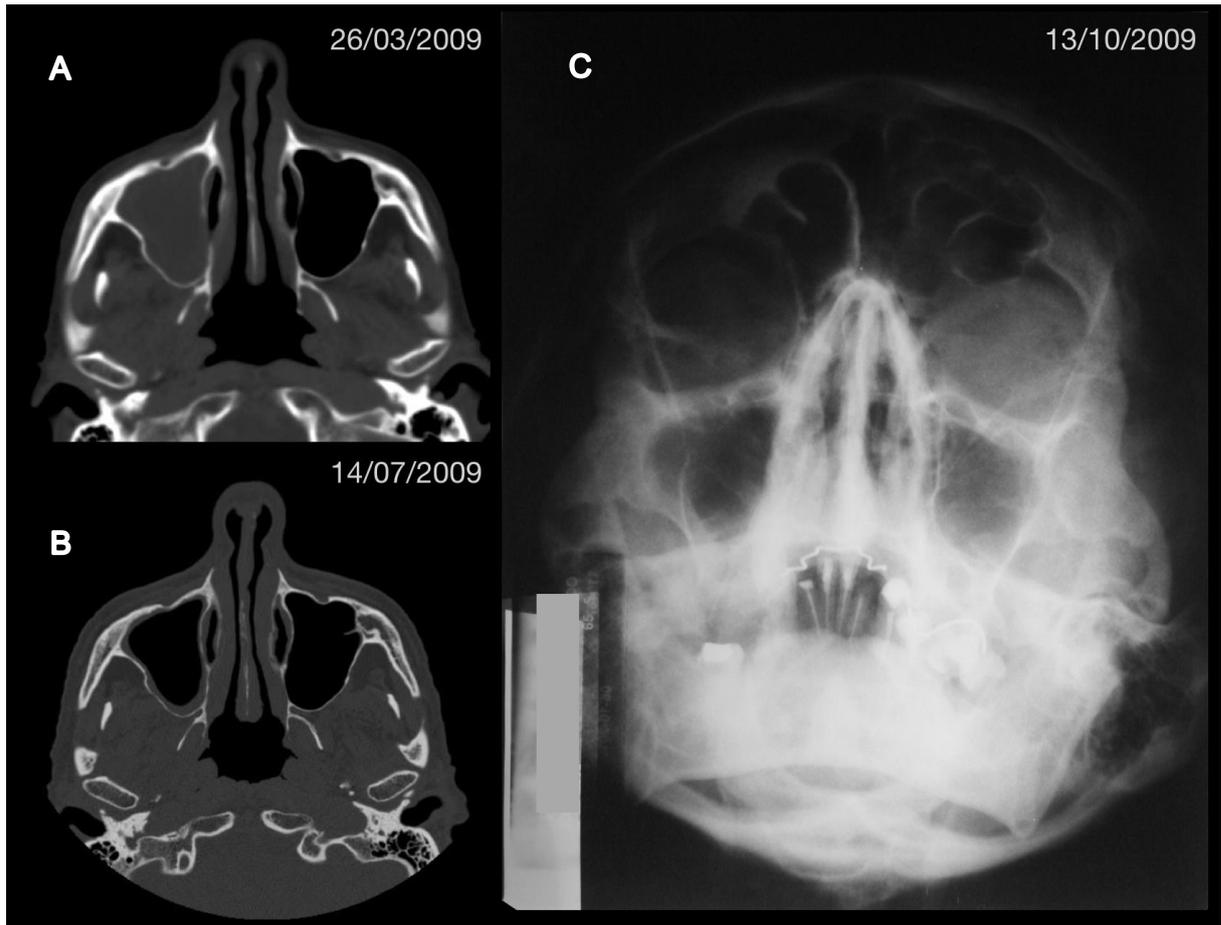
Evolução do quadro inicial de sinusite: (A) Aspecto da tomografia inicial, evidenciando completo preenchimento do seio maxilar direito por tecido com densidade de partes moles; (B) Remissão parcial do quadro, com permanência de pequeno espessamento mucoso; (C) Radiografia* póstero-anterior para seios de face, com radiotransparência normal do seio maxilar esquerdo.
